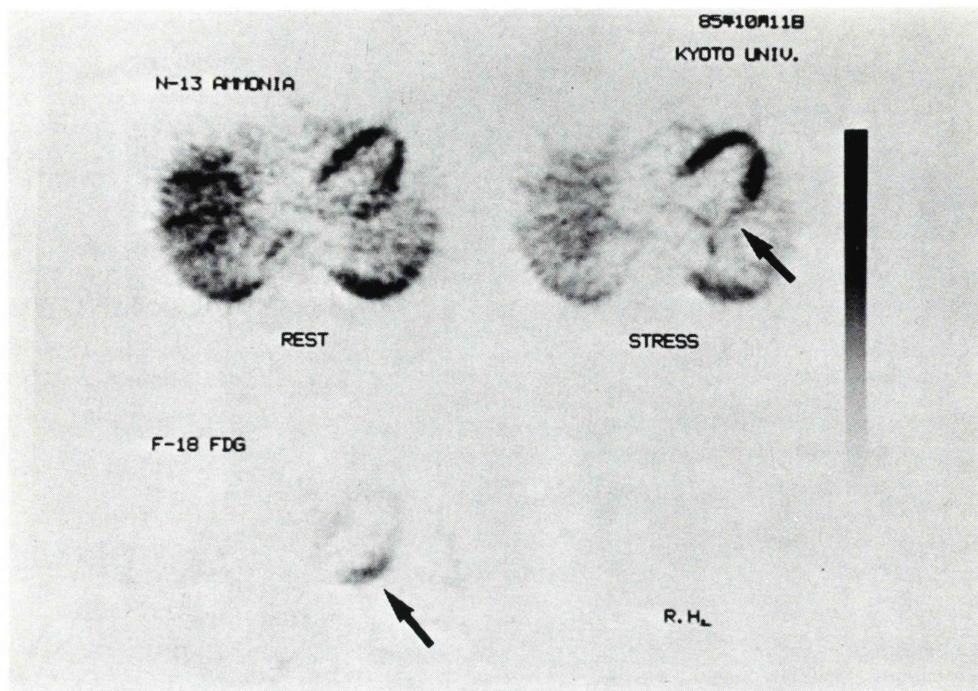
Myocardial PET scan of ^{13}N -ammonia and ^{18}F -FDG in a case with old inferior myocardial infarction having frequent anginal attack on effort. The exercise PET of ^{13}N -ammonia revealed stress induced ischemia in the posterolateral wall (arrow), where localized accumulation of FDG was observed.
